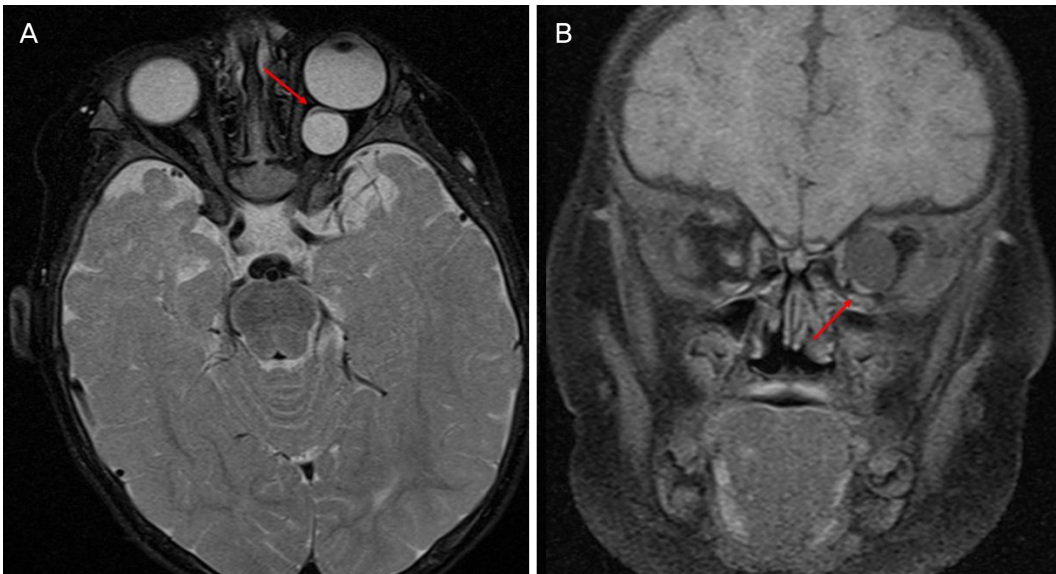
Preoperative magnetic resonance imaging scan of the patient. Axial T2 (A) and coronal T1 (B) fat-suppressed images show well-defined 13.5×12.7 mm cystic lesion located at superotemporal aspect of left optic nerve within the optic nerve sheath. Left optic nerve is compressed and displaced inferomedially (arrows), which is barely visible.
